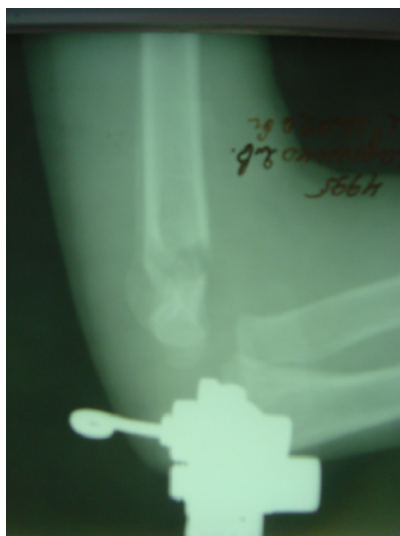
Фотоотпечаток рентгенограммы больного 9 лет в процессе лечения скелетным вытяжением по методике авторов
